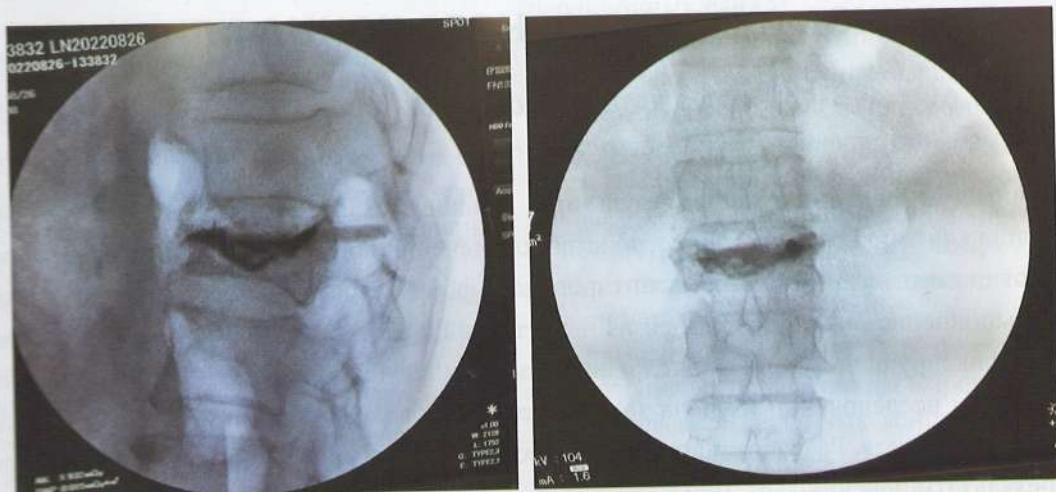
Рентгенограмма после стабилизации сломанного LI позвонка костным цементом.
